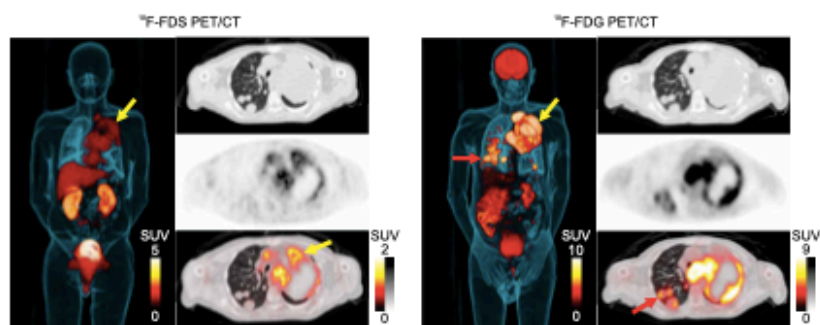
Patient with *Enterobacteriales* infection and coexisting biopsy-proven oncologic disease. 3D MIP, transverse CT, PET, and overlaid PET/CT are shown from a 67-year-old male with squamous cell carcinoma of the lung and *K. pneumoniae* pneumonia that underwent ^{18}F -FDG PET for clinical reasons 12 days after the study-related ^{18}F -FDS PET. ^{18}F -FDG avid pulmonary lesions are noted in red arrows; ^{18}F -FDS PET signal is noted selectively in the infected tissues in yellow arrow. ^{18}F -FDG PET signal is noted in infected lesions and in the cancerous pulmonary lesions (red arrows). Also, note the ^{18}F -FDG PET signal in the brain, which is absent for ^{18}F -FDS PET.
